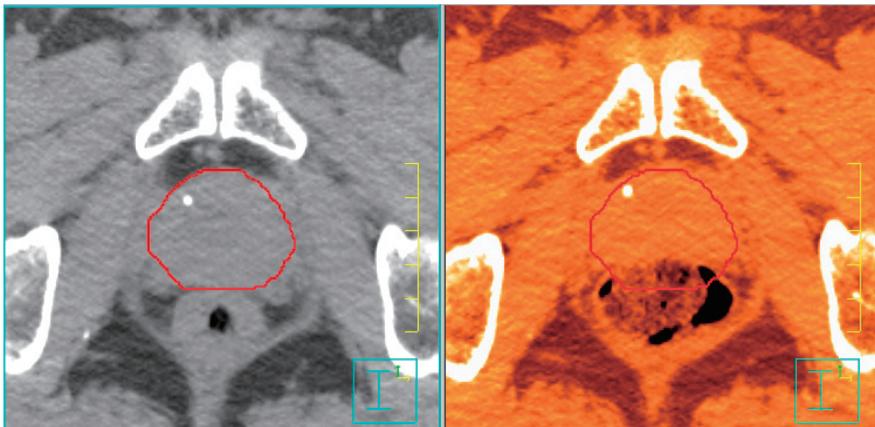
前立腺の位置移動 (左: 治療計画用 CT 右: 治療直前 CT)
